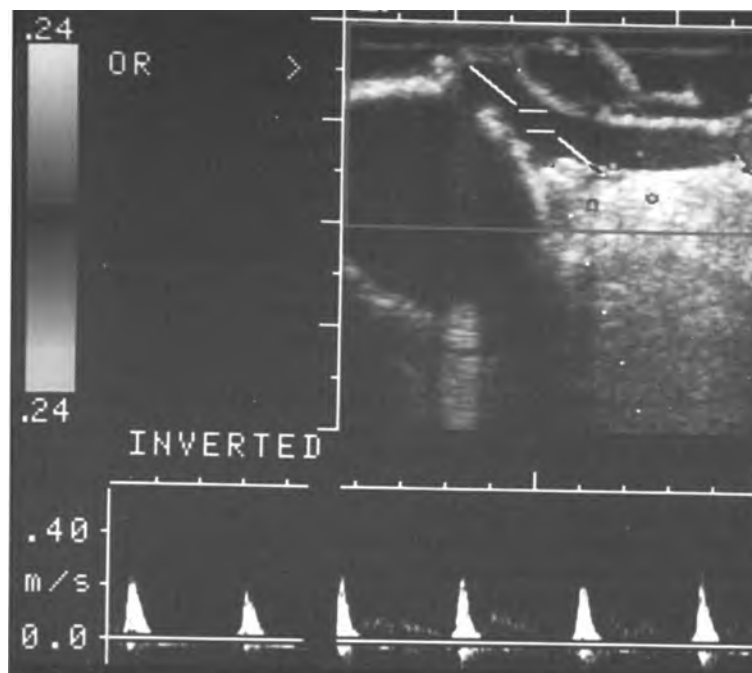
Động mạch thận phải bình thường sau phẫu thuật bóc nội mạc. A, Mặt cắt ngang cho thấy động mạch thận phải (*mũi tên*) phát xuất từ động mạch chủ, A, và đi sau tĩnh mạch chủ dưới, I. B, Mảnh ghép bất cấu ở động mạch thận phải. Doppler phổ cho thấy một dạng sóng kháng lực thấp bình thường.
